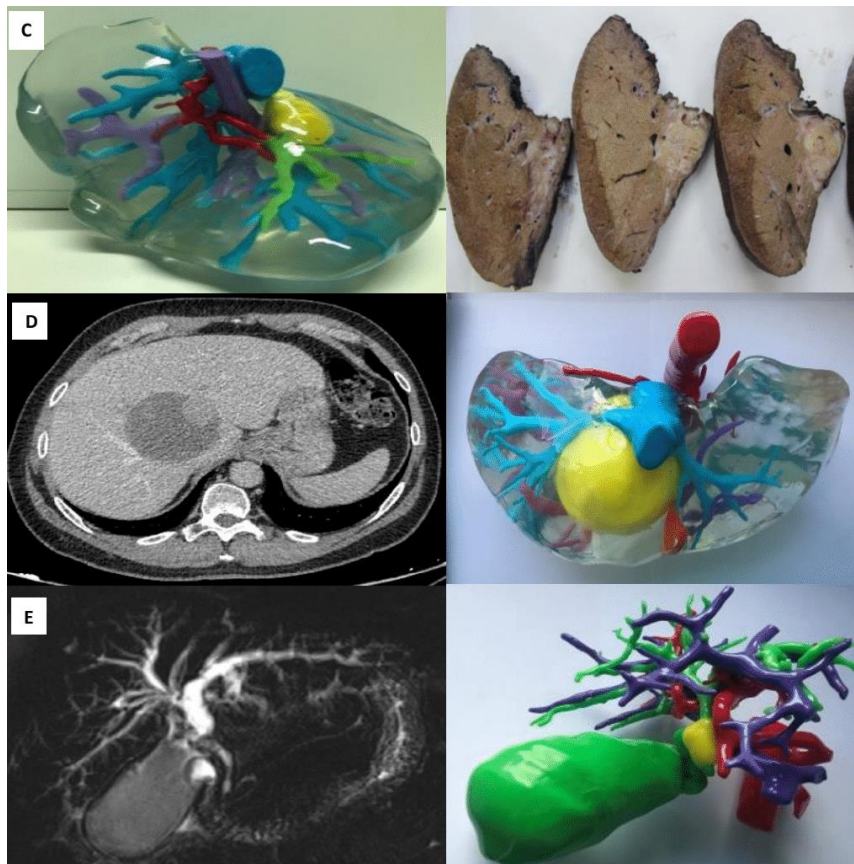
Correlación del 3DP y el estudio de anatomía patológica en MHCCR únicas, localizadas en el lóbulo caudado infiltrando la vena hepática derecha en su margen proximal al hilio y en contacto con la vena porta en su porción intrahepática. Figura 9D. Comparación entre la TC y el 3DP en un HCC entre la vena hepática derecha y vena hepática izquierda junto a la vena cava. Figura 9E. Comparación entre la RM y un 3DP opaco de un tumor de klatskin.
